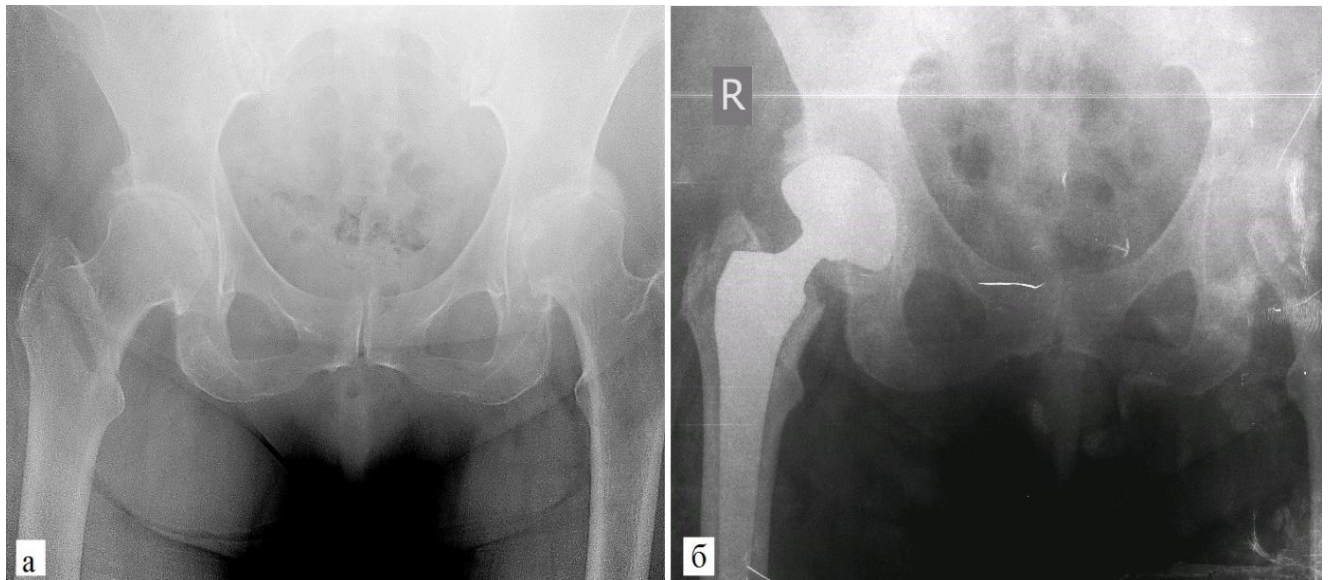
Рентгенограммы пострадавшей 63 лет.
